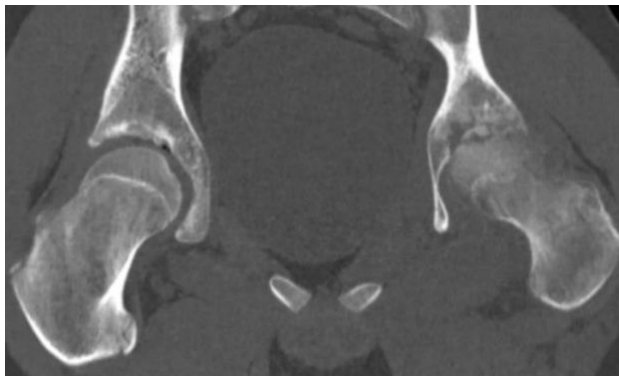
КТ-картина выраженной деформации левого тазобедренного сустава с деструкцией и скоплением жидкости в полости сустава
